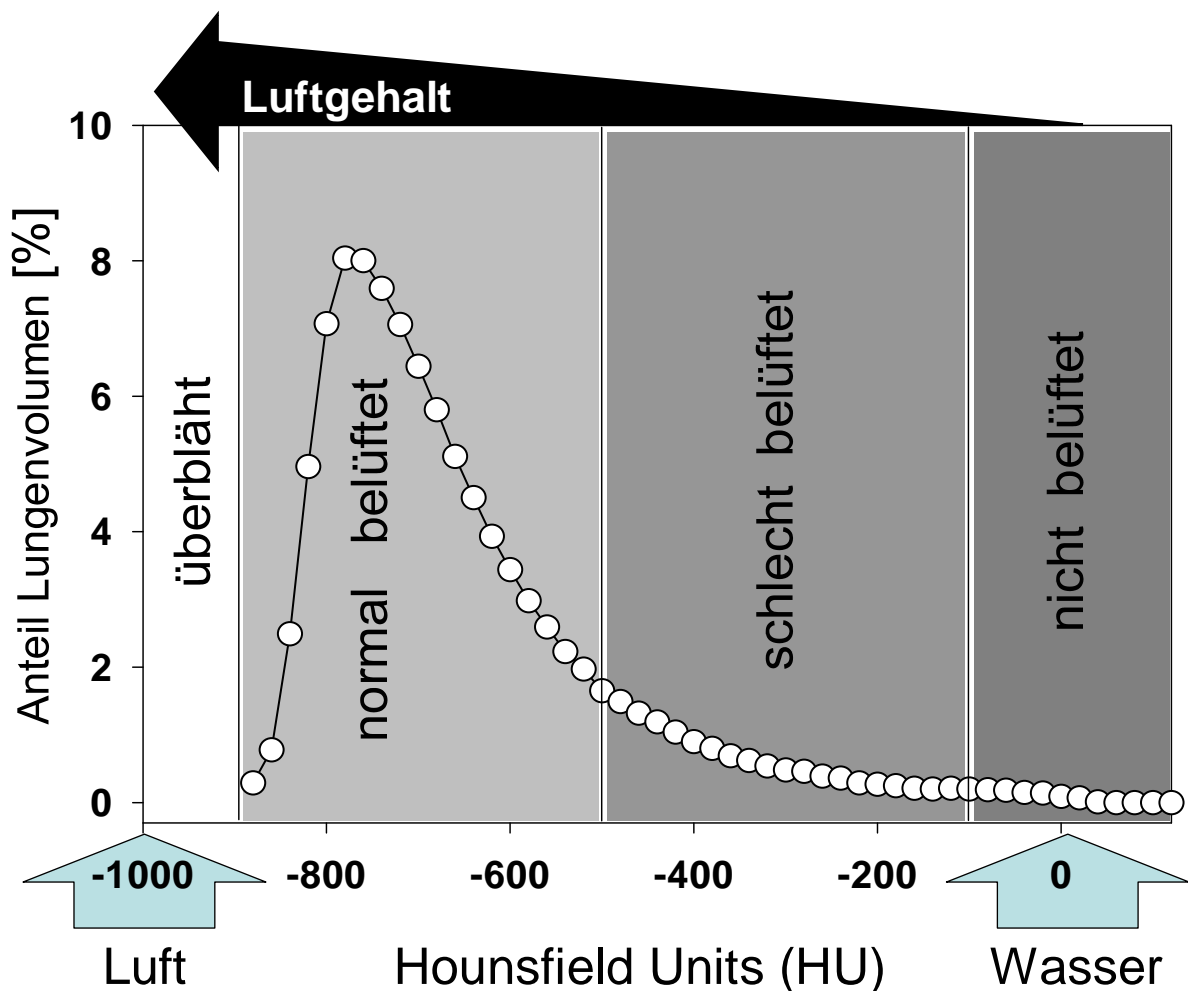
Prinzip der densitometrischen Analyse computertomographischer Bilder
